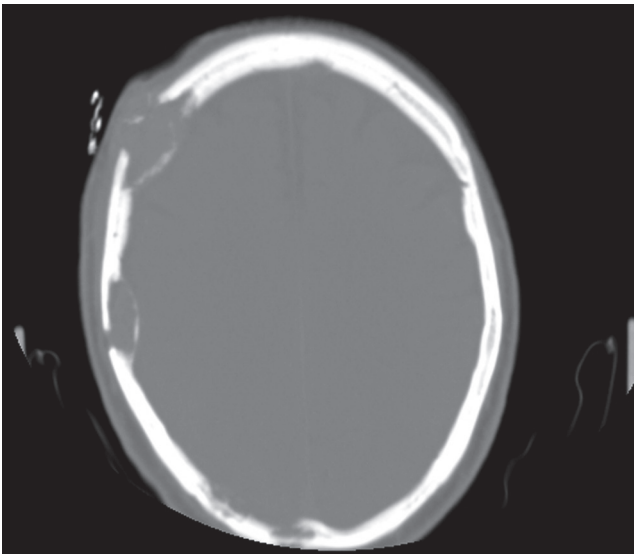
Tomografía, corte axial de cráneo en ventana ósea. En los huesos parietal y frontal derechos se identifican otras lesiones osteolíticas que respetan la tabla externa.
